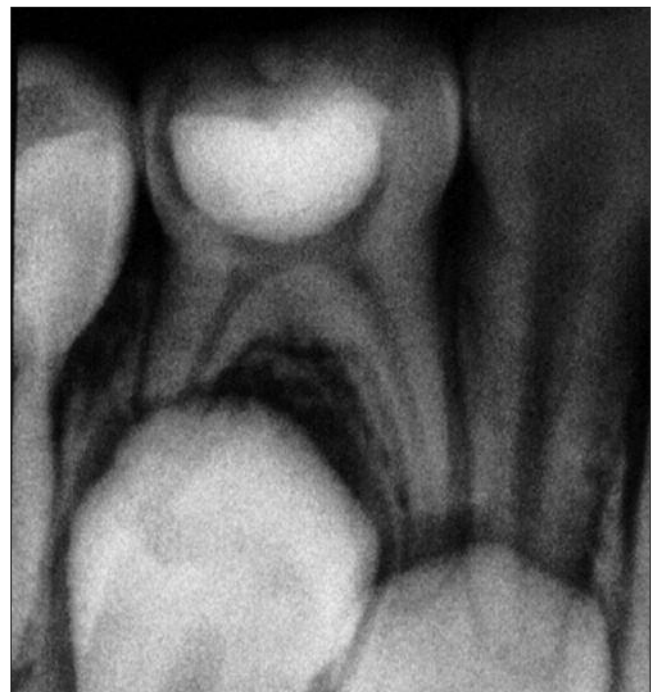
Radiografia periapical após 42 meses.
